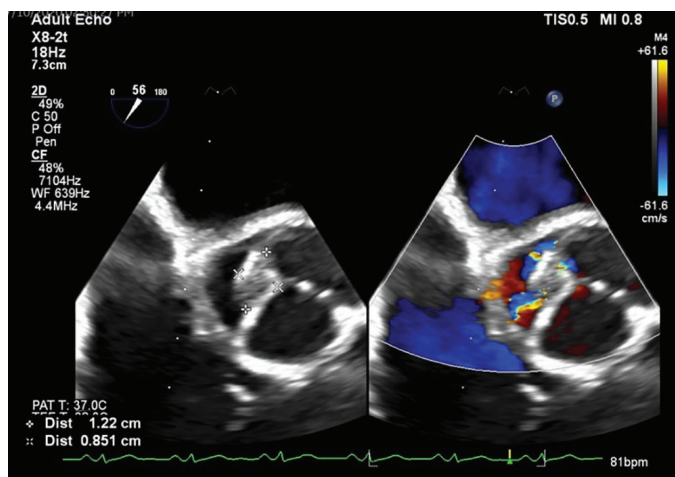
Transoesophageal images of the patient at mid-oesophageal level reveal thrombus attached to native aortic valve with mild eccentric insufficiency
